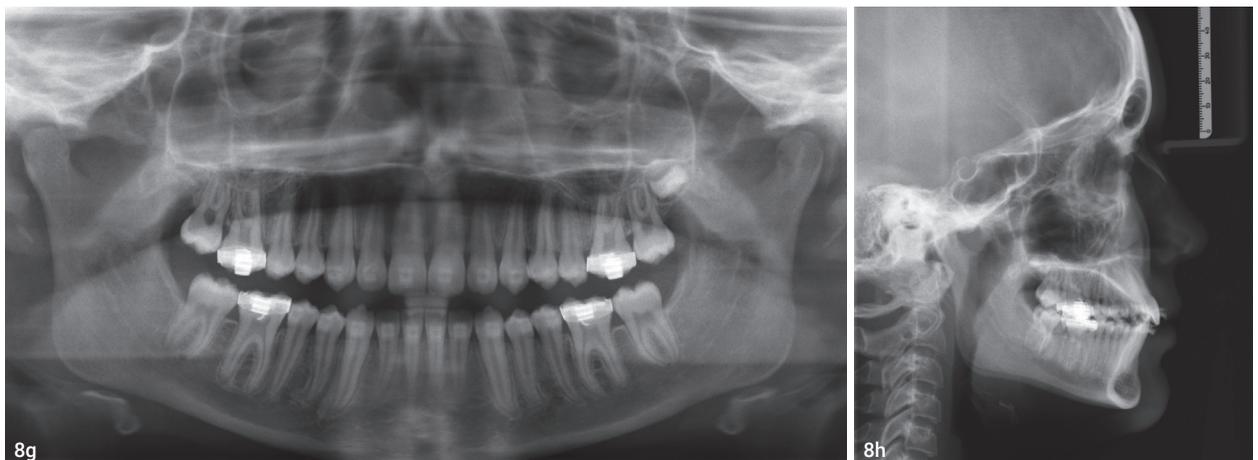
Kontroll-OPG nach acht Monaten Behandlungszeit. Abb. 8h: Fernröntgenseitenaufnahme, aufgenommen im April 2019.
